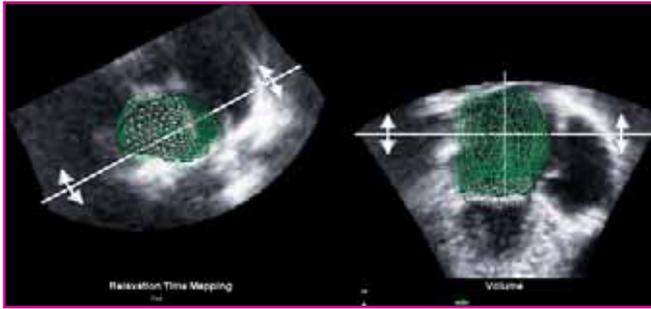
Quantification des volumes de l'OG en échocardiographie 3D.
